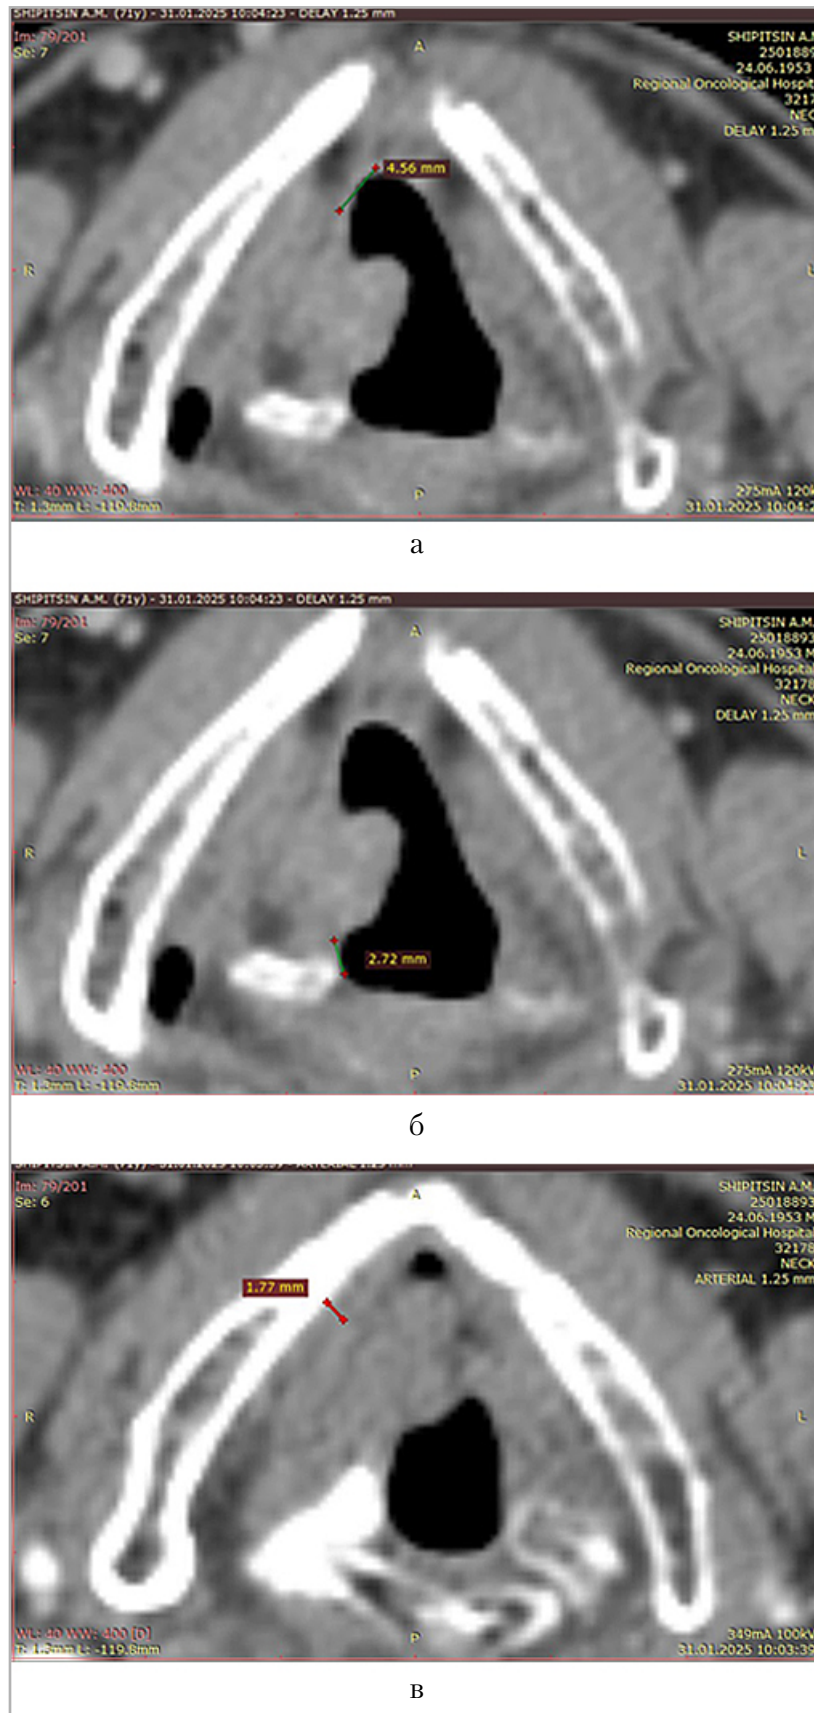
Мультиспиральные компьютерные томограммы шеи, область голосовых складок, аксиальная плоскость. Расстояние от опухоли правой голосовой складки: а — до передней комиссуры 4,5 мм (зеленый отрезок); б — до задней комиссуры 2,7 мм (зеленый отрезок); в — до щитовидного хряща (околоскладочное пространство) — 1,7 мм (красный отрезок)
